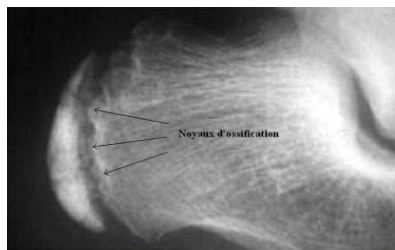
Radiographie du calcaneus dans la maladie de Sever [69]
